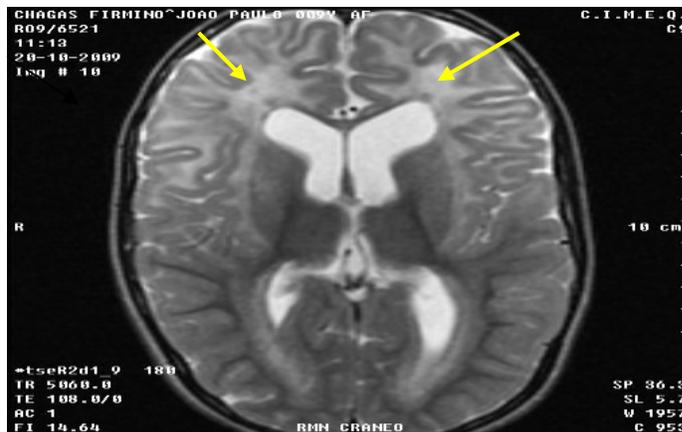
RM corte axial en T2 de cráneo.
